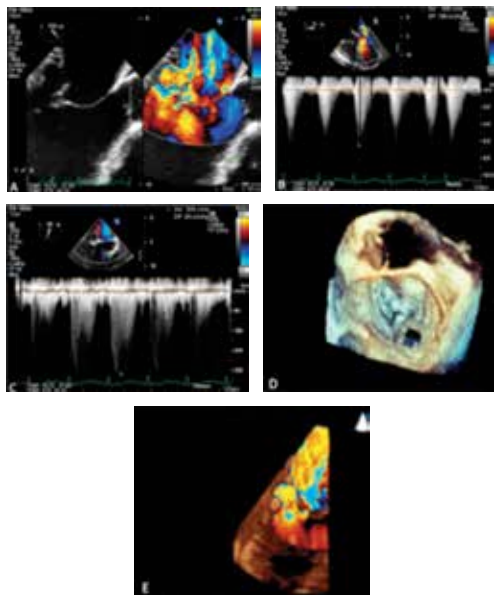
A. Ecocardiograma transesofágico en esófago medio a 120° comparativo color donde se observan 2 jets de regurgitación, el mayor nace de la base P2 de la valva posterior de la mitral. B. Se observa un jet de regurgitación a nivel de la válvula mitral que condiciona insuficiencia severa con una velocidad de jet 6.4 m/s. C. Hendidura en valva posterior de 2 mm, entre los festones p1/p2 condicionando regurgitación de menor grado.
